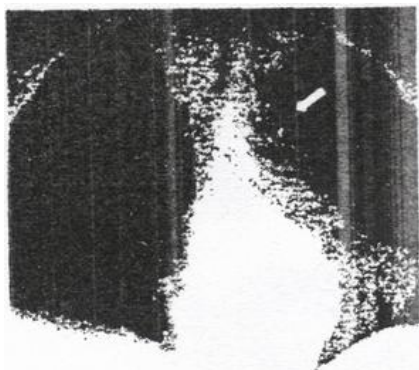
На рентгенограмме отмечается полициклическая контурность средостения у больного злокачественным новообразованием медиастинума (неходжкинская лимфома).
